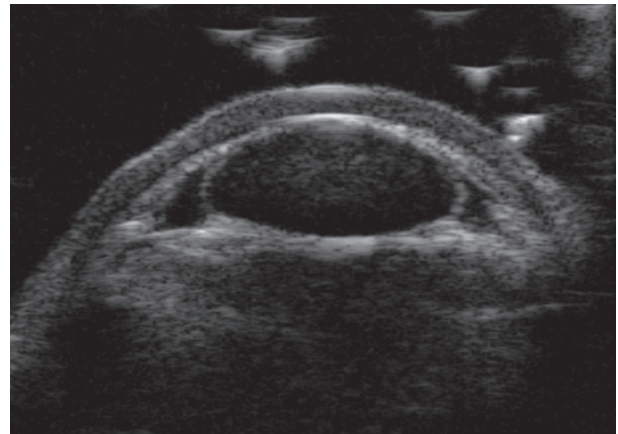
Dysplasie vitréorétinienne compliquée d'athalémie : échographie haute fréquence montrant le contact cornée-cristallin. (Cliché de O. Bergès.)
